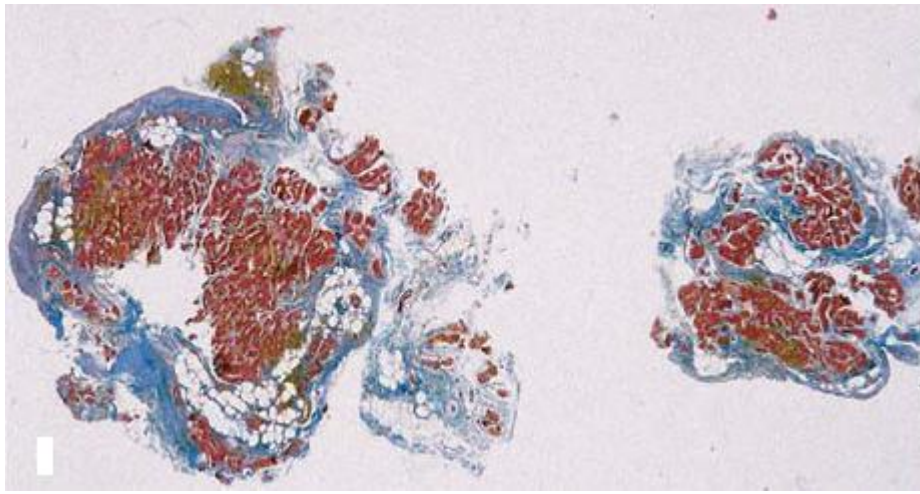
12ARVD'li hastanın MRI özellikleri. a)Uzun aksta MRI'de biventriküler tutulum, b) Patolojik değerlendirmede sağ ventrikül serbest duvarında tüm duvar boyunca fibrö-yağlı değişim, c) patolojik örnekte sol ventrikül epikard altında noktasal yağlı infiltrasyon (86).
